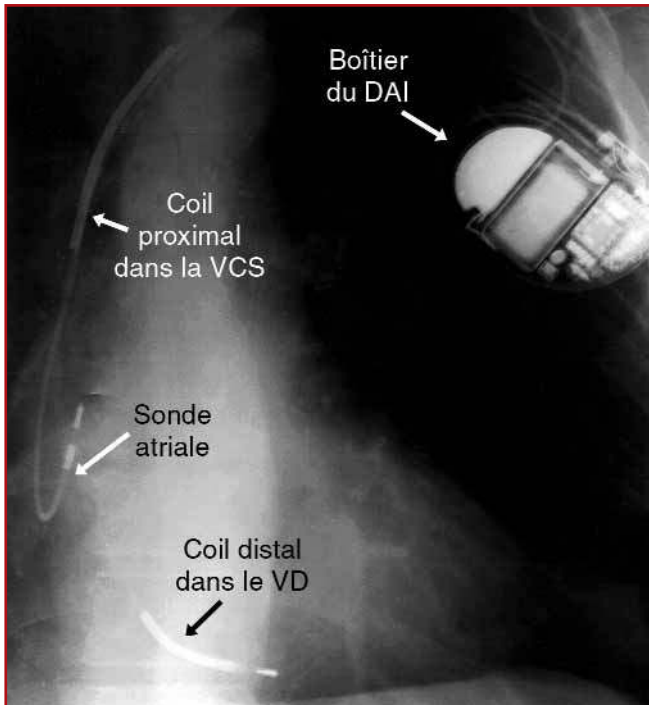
Radiographie de face chez un patient porteur d'un défibrillateur automatique implantable.
